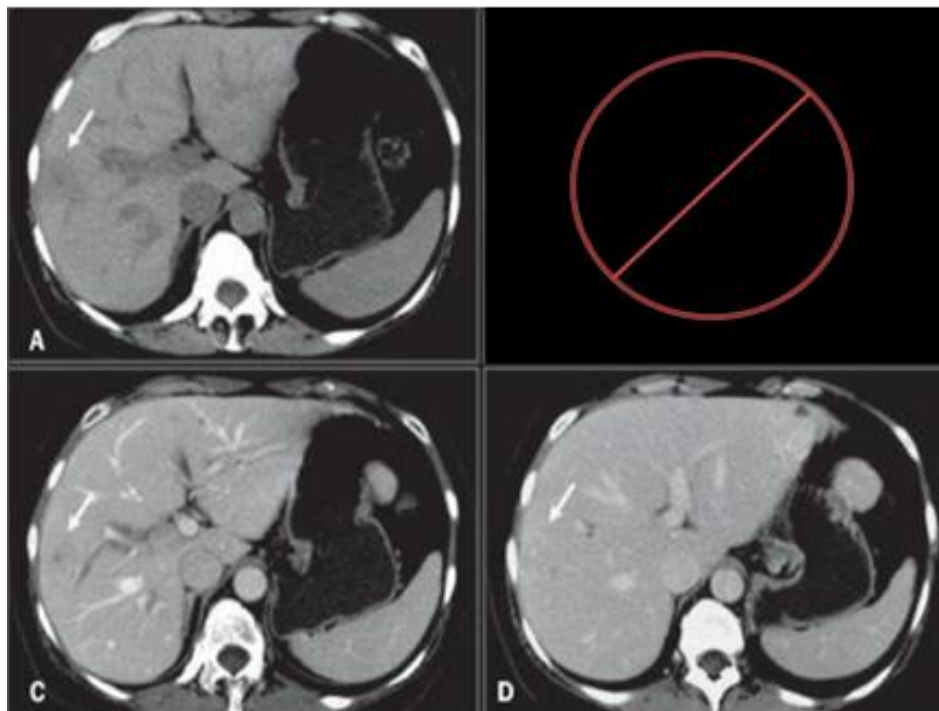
Estudo de TC de abdome em quatro fases. Visualiza-se lesão hipervascularizada no parênquima hepático em fase arterial (círculo vermelho).
